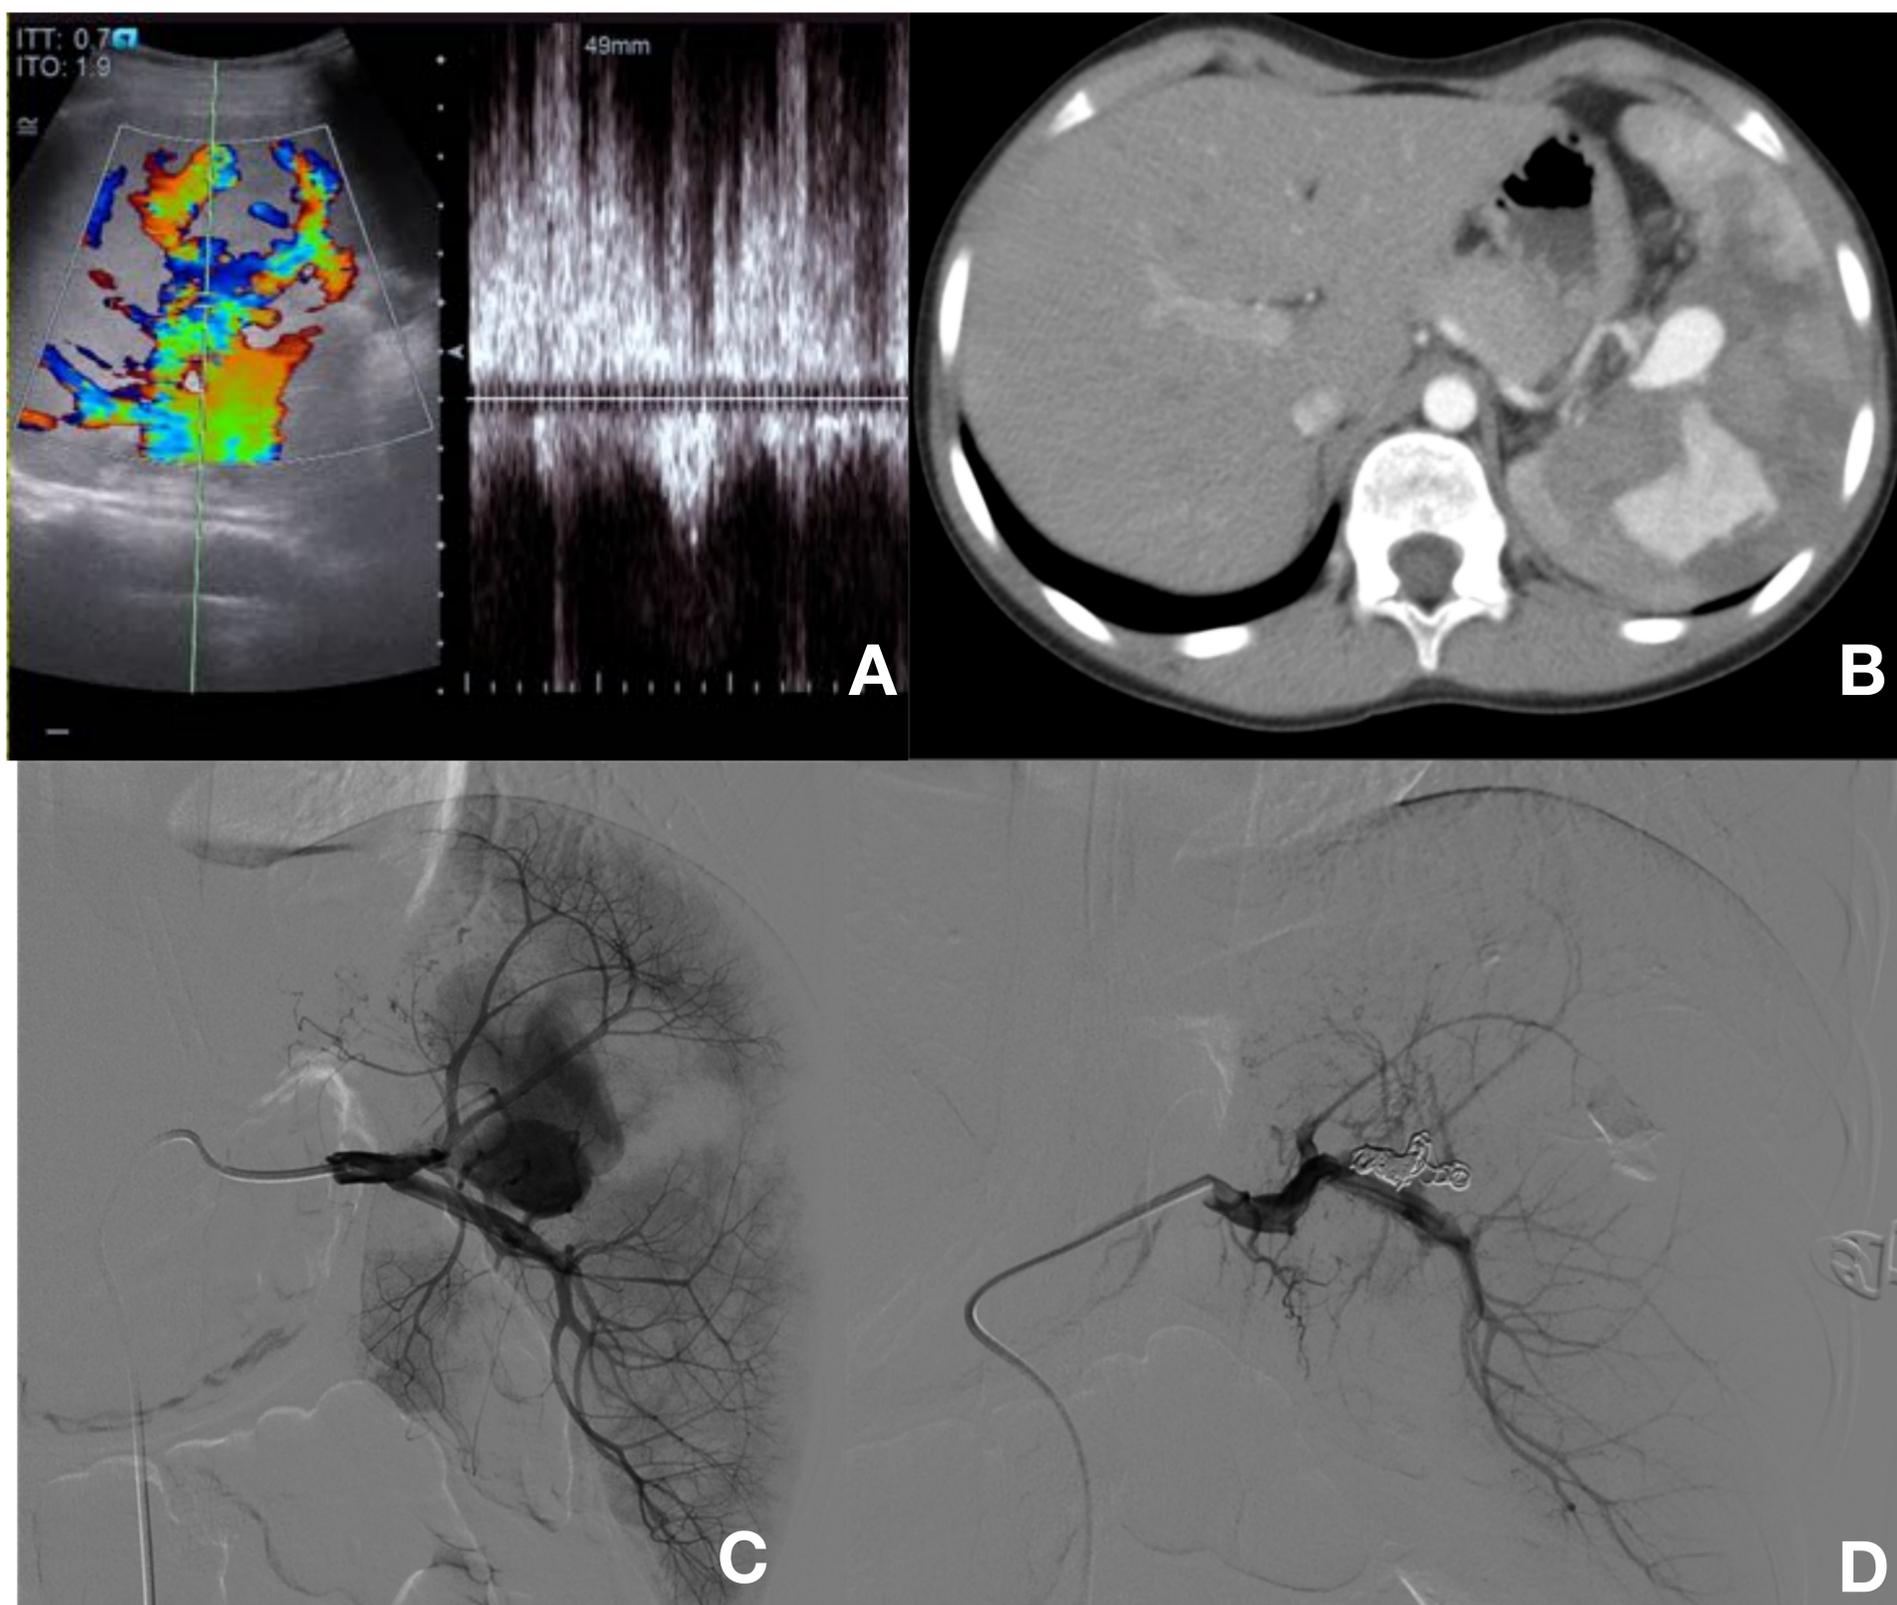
Paciente de 10 años de edad con traumatismo esplénico grado IV que en el control ecográfico a los 5 días tras el traumatismo presentó una lesión vascular en lecho de la contusión con flujo de características fistulosas en estudio Doppler (A). El estudio de angio-TC evidenció un pseudoaneurisma dependiente de rama de la arteria esplénica (B) que ante la ausencia de resolución espontánea fue sometido a arteriografía con embolización selectiva (C, D).
